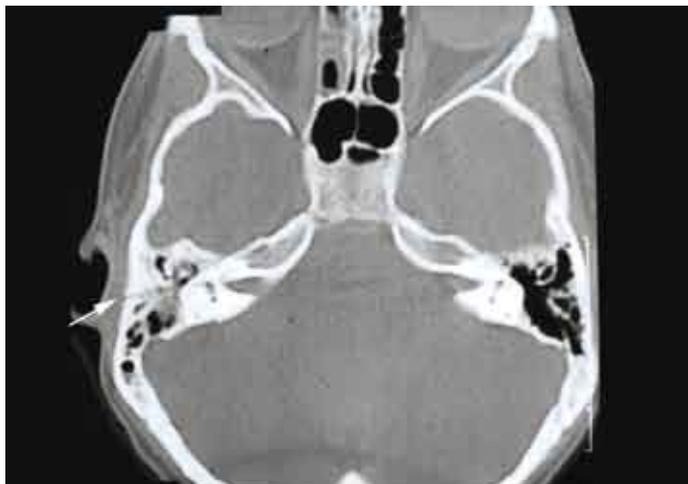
Fractura longitudinal del peñasco derecho (TC axial).
